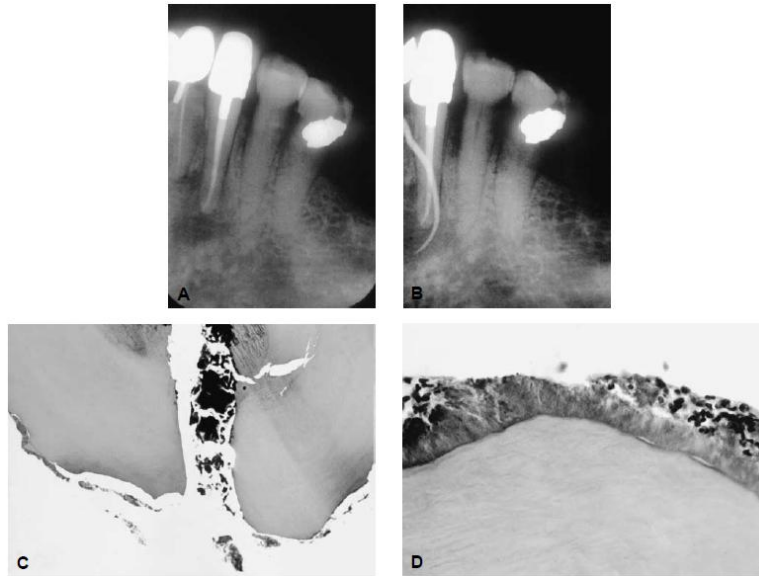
A: A radiografia mostra um canino mandibular que aparece bem obturado e com uma restauração coronal bem adaptada. B: A fístula é orientada com gutta-percha até à lesão apical que não respondeu ao tratamento. C: Ressecção cirúrgica da extremidade da raiz. D: Fotomicrografias de alta resolução mostram bactérias com placa sobre a superfície externa da raiz. Fonte: Cohen et al, 1994.
